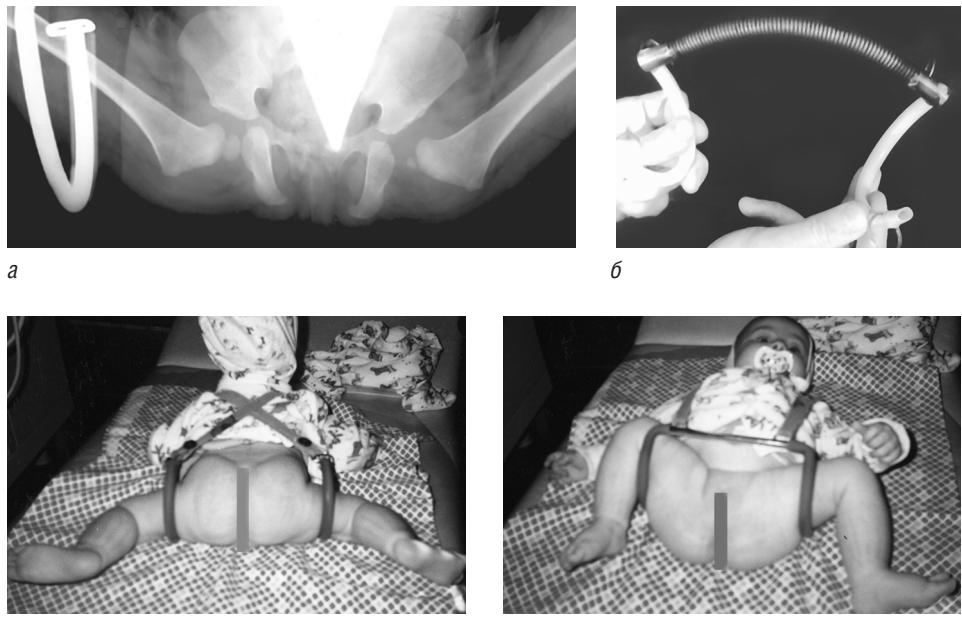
Использование модифицированной шины Кошля для лечения врожденного вывиха бедра: *а* — рентгенограмма; *б* — шина Кошля; *в, г* — шина Кошля, надетая на ребенка
